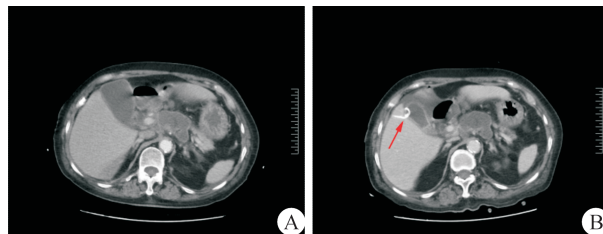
急性重症胰腺炎合并胆囊炎病人行经皮经肝胆囊穿刺引流 (PTGD) 前后 CT 影像 A. PTGD 穿刺前; B. PTGD 穿刺后 (箭头所示为胆囊穿刺引流管)
